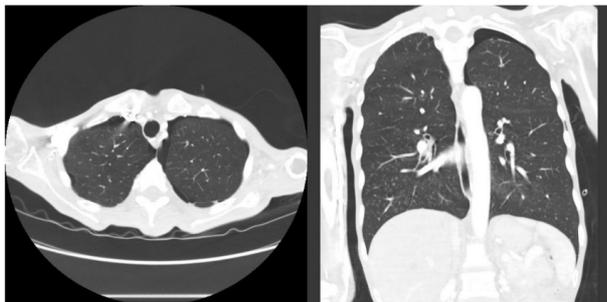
TC torácico con signos de enfisema paraseptal en ambos LLSS, con pequeños blebs bilaterales y neumotórax izquierdo
